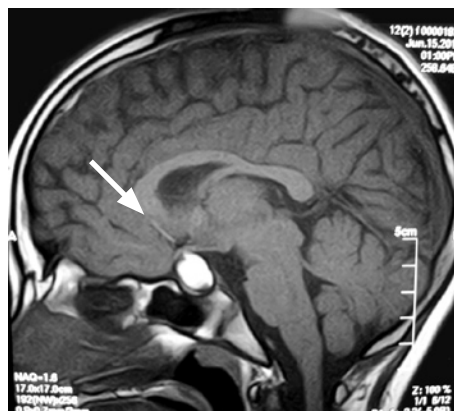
МРТ-изображения головного мозга больной до операции (опухолевая ткань указана стрелками).
